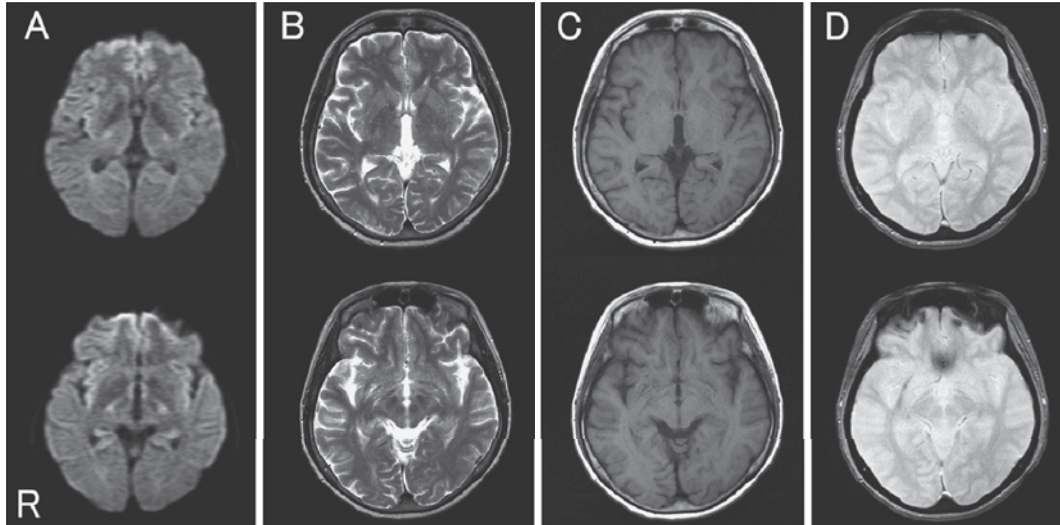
MRI obtained on the day of the clinical onset. (A) Diffusion weighted image (DWI) (axial, 1.5T; TR 6,500ms, TE 120ms, b value: 1,000sec/mm²), (B) T₂ weighted image (axial, 1.5T; TR 4,200ms, TE 100ms), (C) T₁ weighted image (axial, 1.5T; TR 560ms, TE 15ms), (D) T₂* weighted image (axial, 1.5T; TR 560ms, TE 15ms). Scattered hyper-intensity areas are seen in bilateral deep cerebral hemispheres on DWI, but there is no evidence suggestive of infarction or hemorrhage in the basal ganglia.
